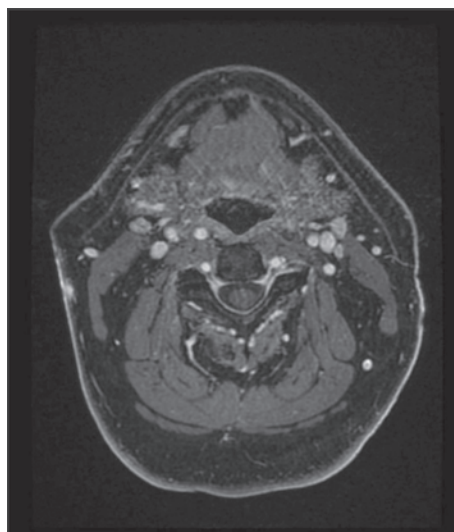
IRM pré-thérapeutique. Patient initialement N1.
